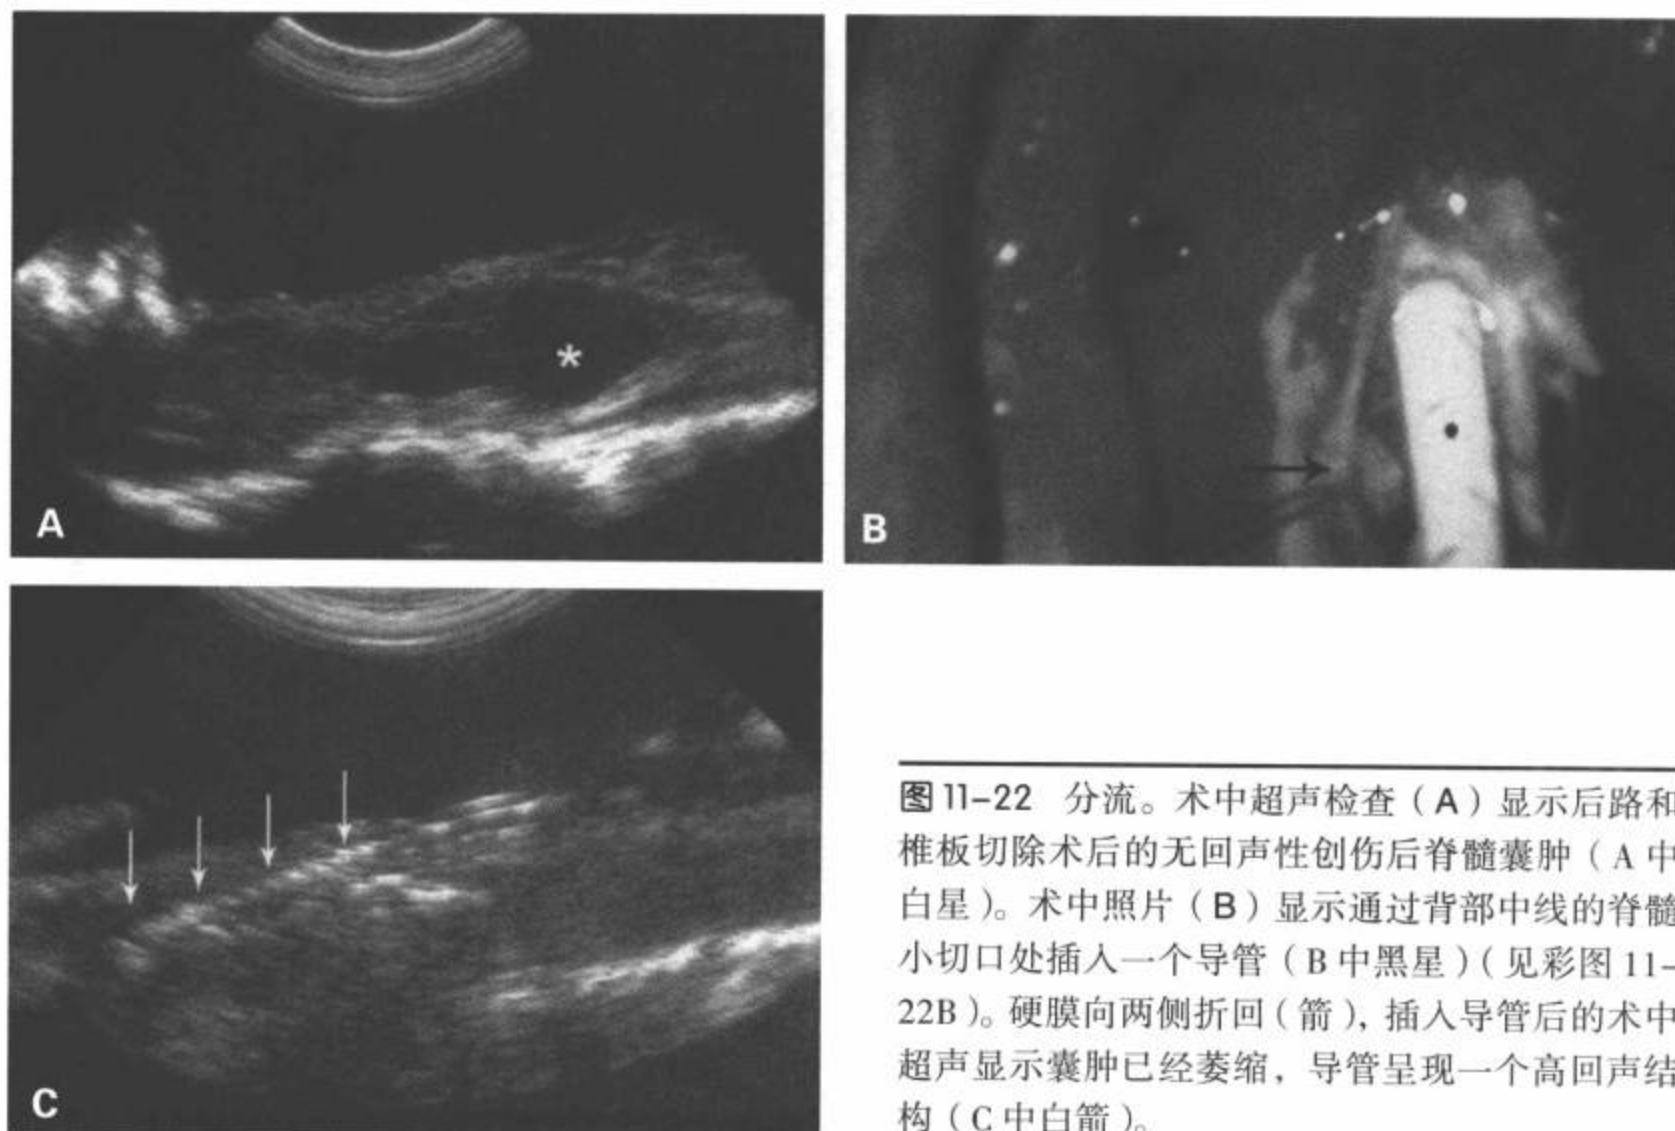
分流。术中超声检查 (A) 显示后路和椎板切除术后无回声性创伤后脊髓囊肿 (A 中白星)。术中照片 (B) 显示通过背部中线的脊髓小切口处插入一个导管 (B 中黑星) (见彩图 11-22B)。硬膜向两侧折回 (箭), 插入导管后的术中超声显示囊肿已经萎缩, 导管呈现一个高回声结构 (C 中白箭)。
